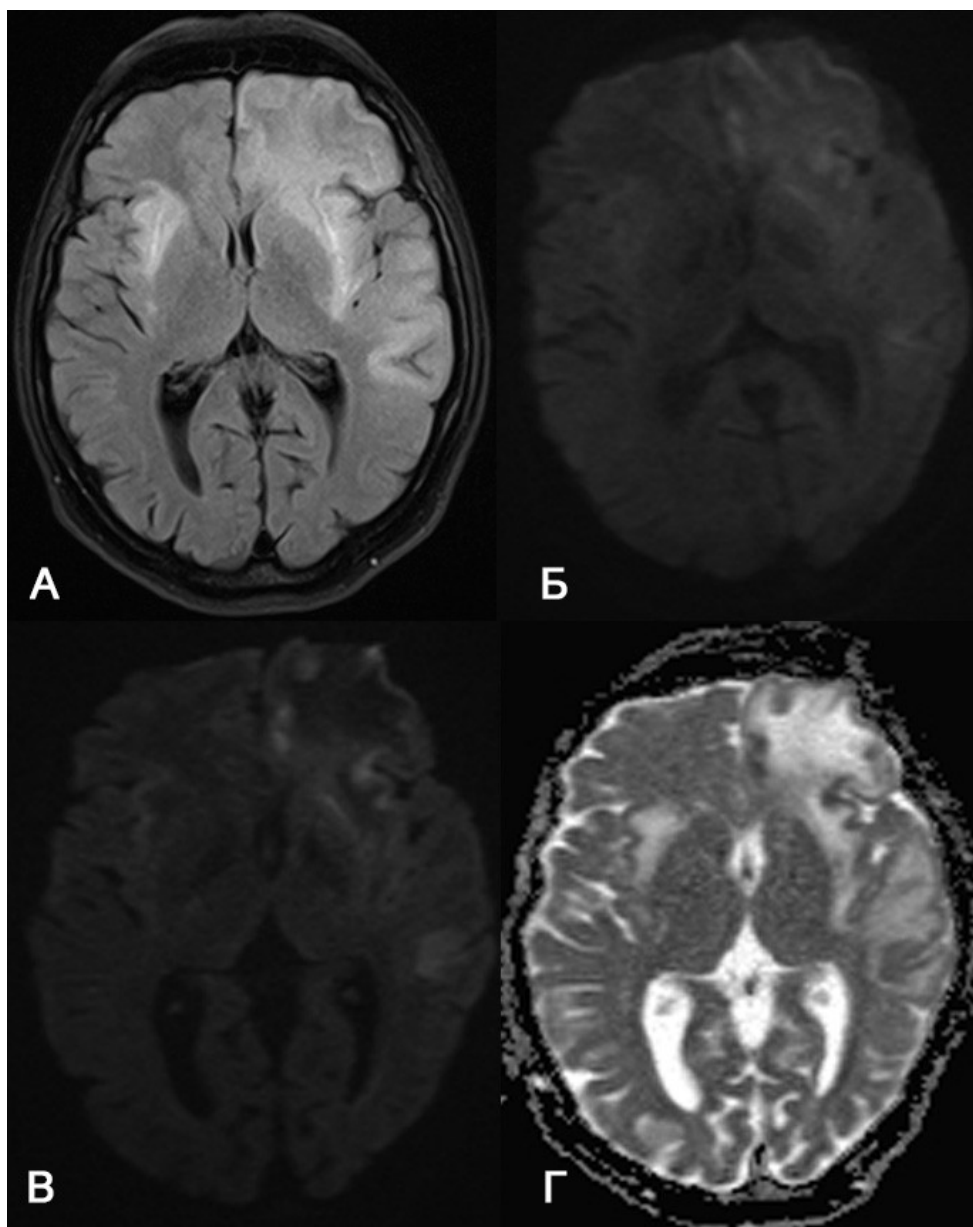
Эффект применения DWI $b=1500$ при ПМЛ. МРТ пациентки А. 45 лет с ПМЛ. Все изображения в аксиальной проекции. В лобно-височных долях с 2х сторон (больше слева) участки измененного сигнала от белого вещества, гиперинтенсивные на T2 FLAIR (А). На DWI $b=1000$ (Б) сигнал от измененной зоны слабо неравномерно повышен; на DWI $b=1500$ (В) повышение МР-сигнала в периферических отделах в сравнении с центральными значительно более заметно. Изображение Г – ИКД карта, рассчитанная на основании последовательности с DWI $b=1500$ (В). Зонам повышения сигнала на DWI $b=1500$ соответствуют гипоинтенсивные участки на ИКД (В) – признаки рестрикции диффузии.
